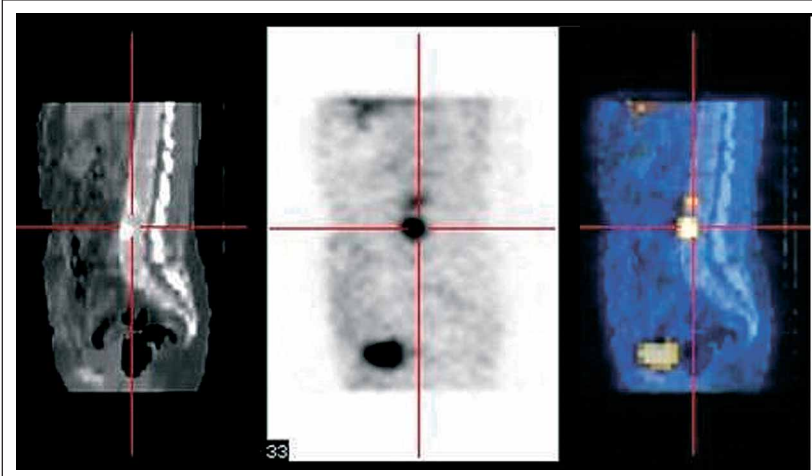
Abbildung einer ossären Metastase eines neuroendokrinen Karzinoms mittels ^{111}In -DOTATOC SPECT/CT.
